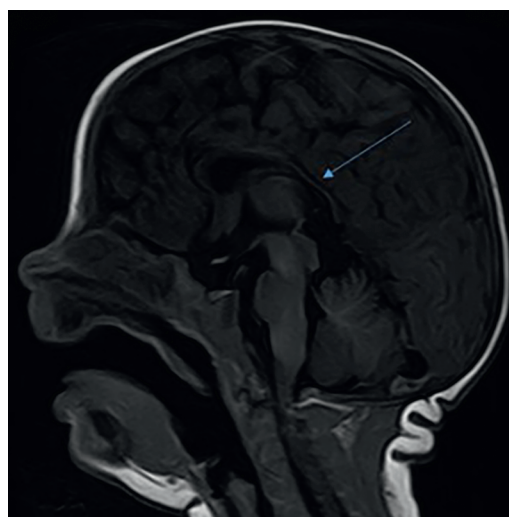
МРТ головного мозга пациента № 5. Сагиттальный срез (SgT1).
